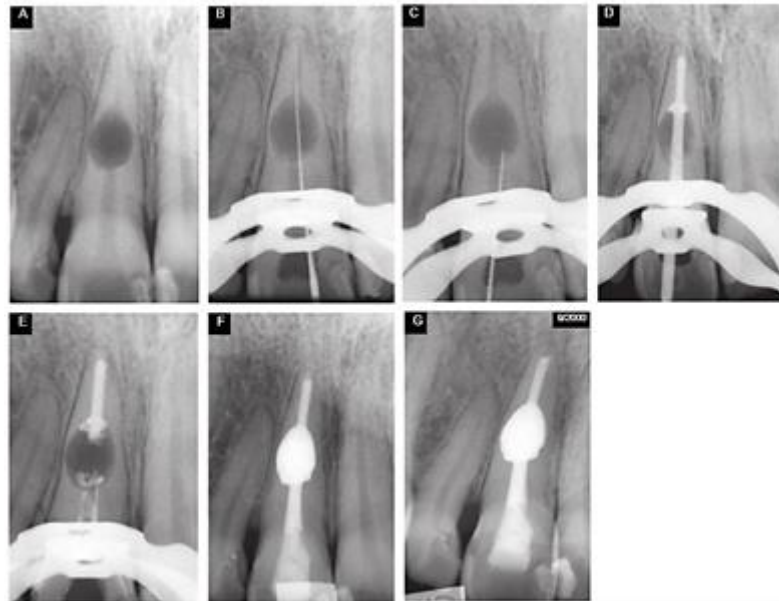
Radiografía inicial (A) y final (F) del tratamiento de conductos de una reabsorción interna de un incisivo superior. G) Control post operatorio del diente a los 6 años.⁶⁰
